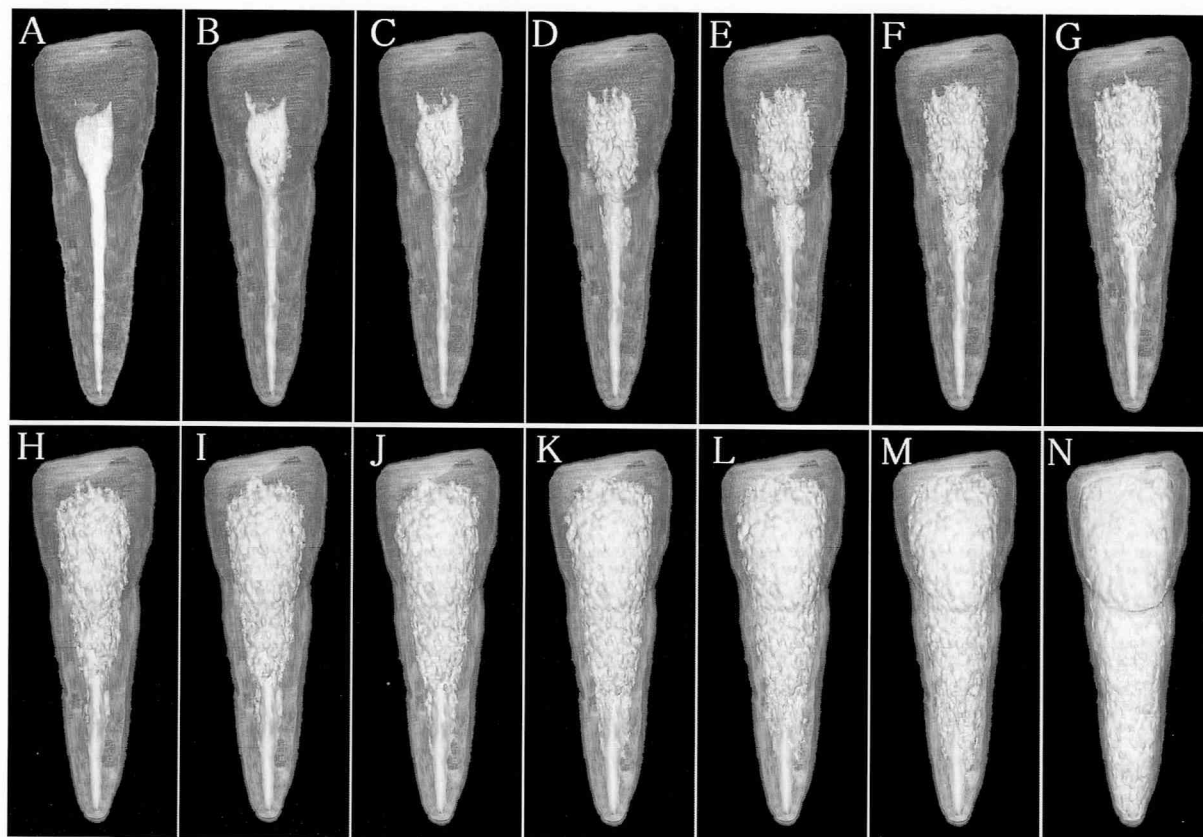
CT値の表示閾値を歯髄から象牙質上限まで順次(A~N)変化させて表示した画像(上顎左側中切歯)。
